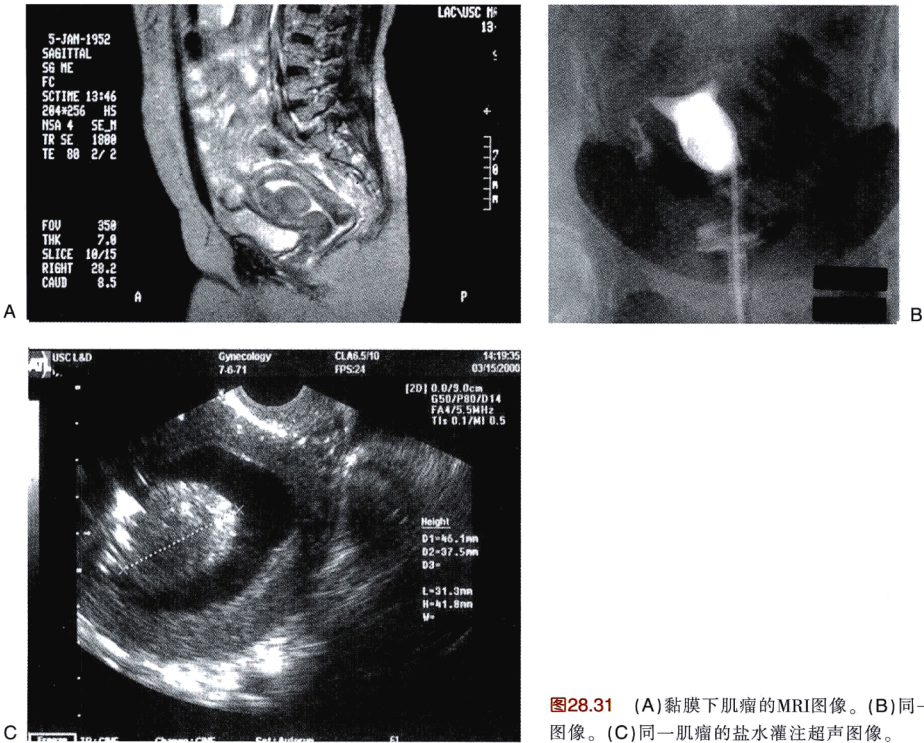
(A)黏膜下肌瘤的MRI图像。(B)同一个肌瘤的HSG图像。(C)同一肌瘤的盐水灌注超声图像。
